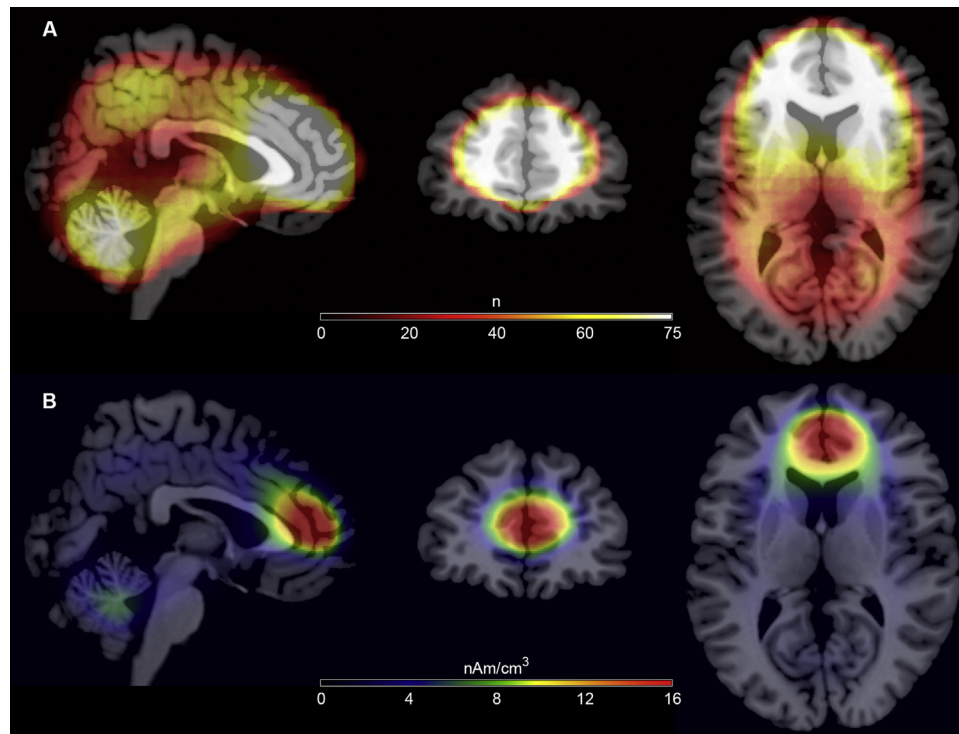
Result of classical LORETA analysis recursively applied (CLARA) displaying the source solution for all 75 EEG recordings as an overlap (A) and mean image (B). Results are overlaid in an anatomical magnetic resonance imaging template and color coded according to the bar on the bottom (n – total number, nAm/cm^3). Figures are in the sagittal, coronal, and axial orientations.
